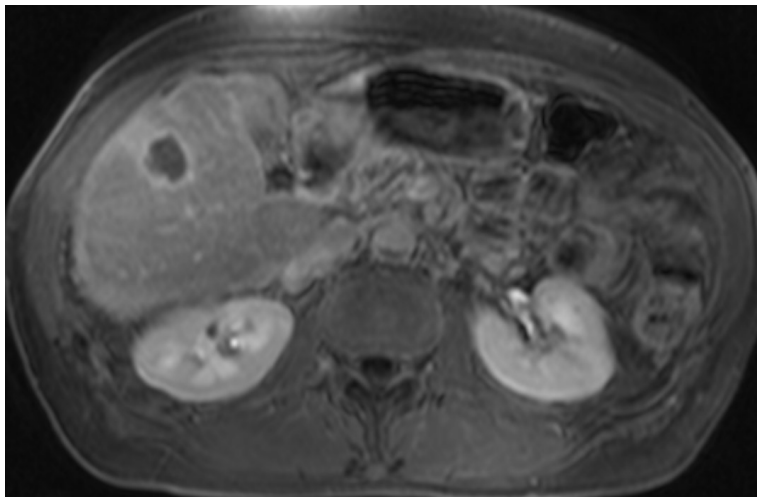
Wash-Out-Phänomen bei HCC im MRT (zur Verfügung gestellt von Dr. med. Fabian Stöhr, Mainz)
